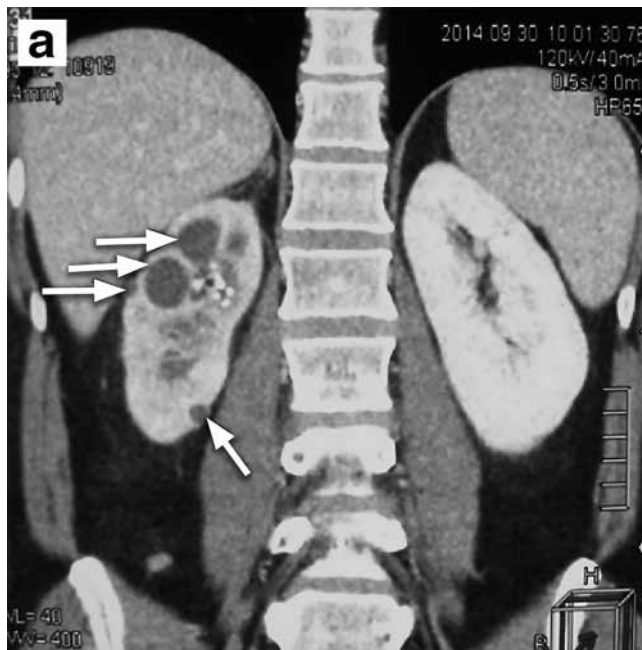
КТ-исследование больного Б. (51 год). Туберкулез мочевыделительной системы (а – кавернозный туберкулез правой почки, б – туберкулез мочеточника, в – очаг деструкции костной ткани в височной кости слева)
